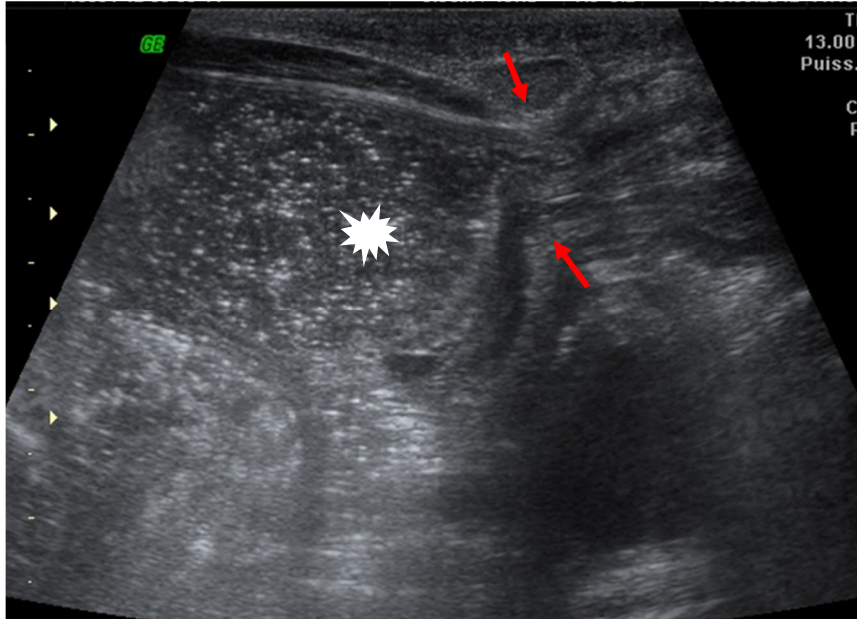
Occlusion sur hernie inguinale étranglée vue à l'échographie
